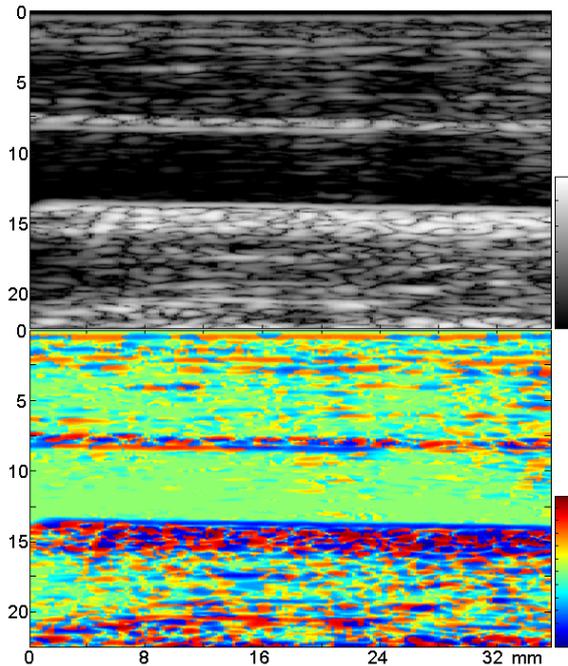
健常な頸動脈壁の符号付エコー像（低方位分解能像）
